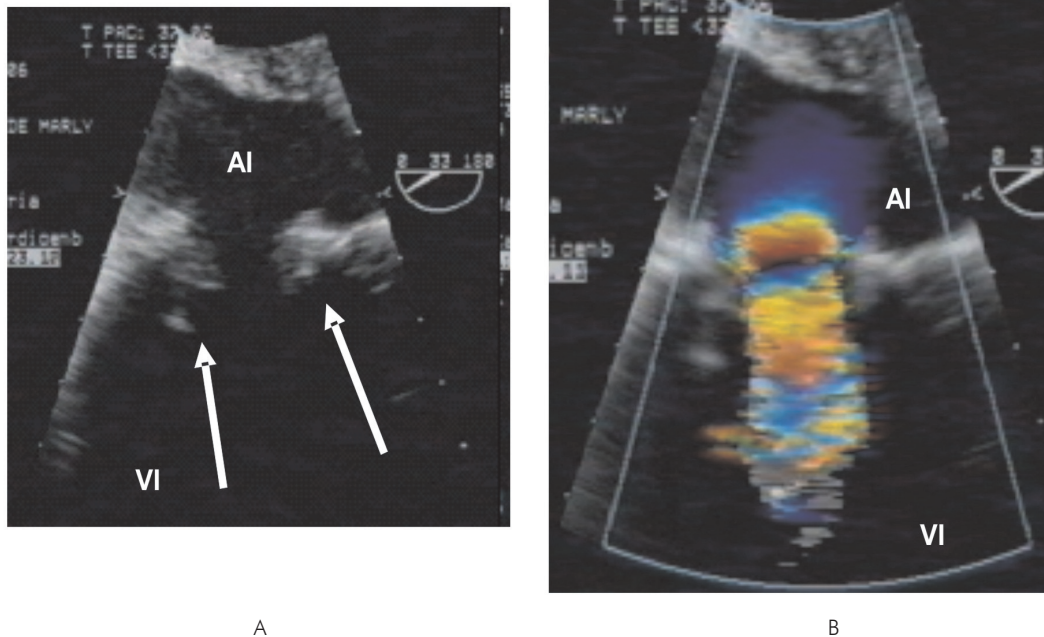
Ecocardiograma transesofágico. A. Se observa prótesis valvular en posición mitral con apertura adecuada (flechas). AI = aurícula izquierda, VI = ventrículo izquierdo. B. El registro de Doppler codificado en color, demuestra flujo diastólico con características normales a través de la válvula protésica.
